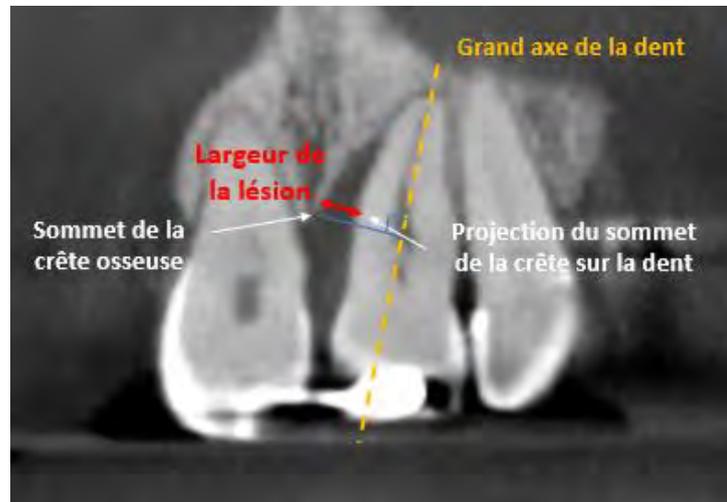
Méthode de mesure de la largeur de la lésion infra-osseuse sur la radiographie (examen radiographique du Dr CALVO)
